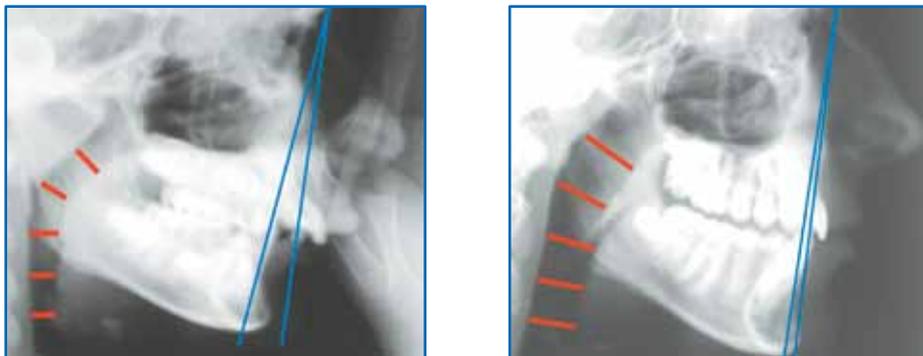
Боковая телерентгенограмма челюстно-лицевой области и верхних дыхательных путей – до и после стимуляции роста нижней челюсти.
